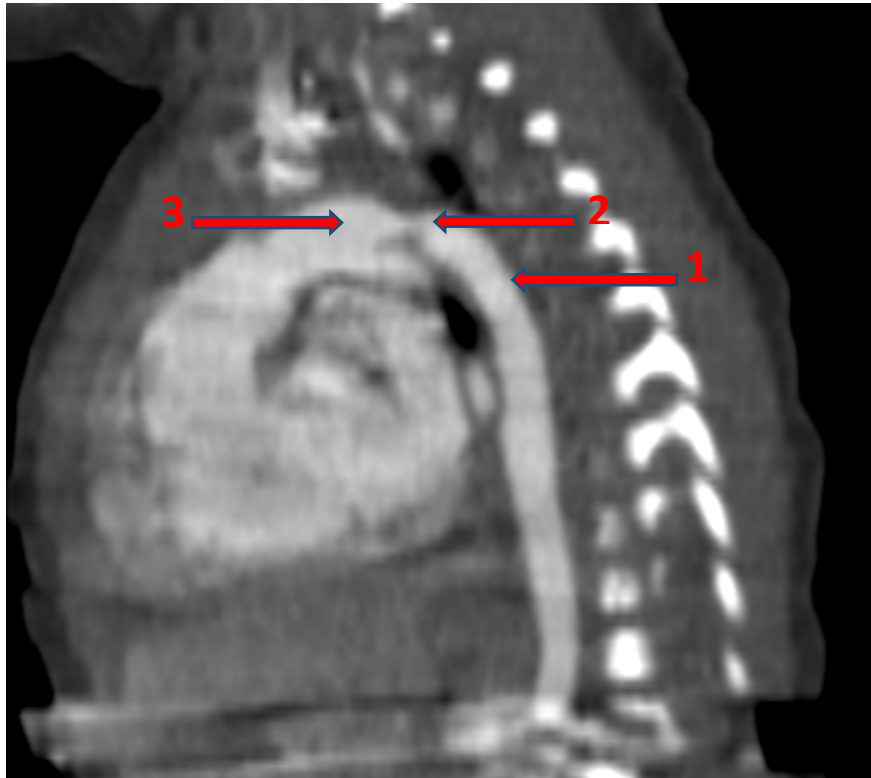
TDM thoracique, vue sagittale, après injection de produit de contraste : Coarctation de l'Aorte Chez un nouveau-née de J18 (service de radiologie CHU Mohamed VI Marrakech).
